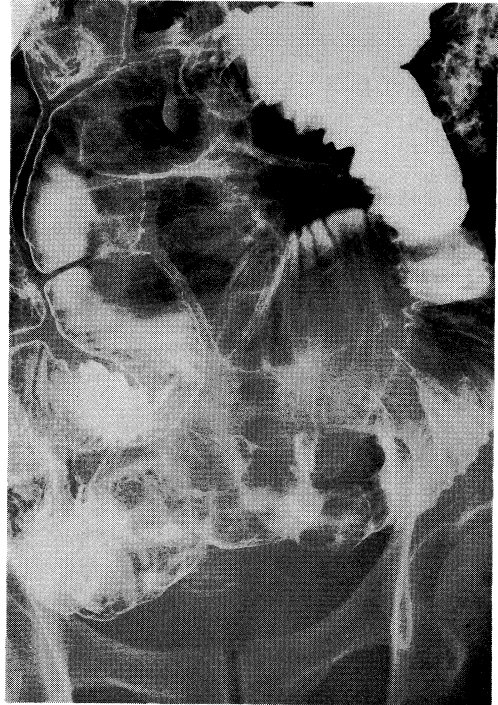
Roentgenogram of the small intestine in case 2. Roentgenogram shows an irregular protruded lesion in the ileum.
